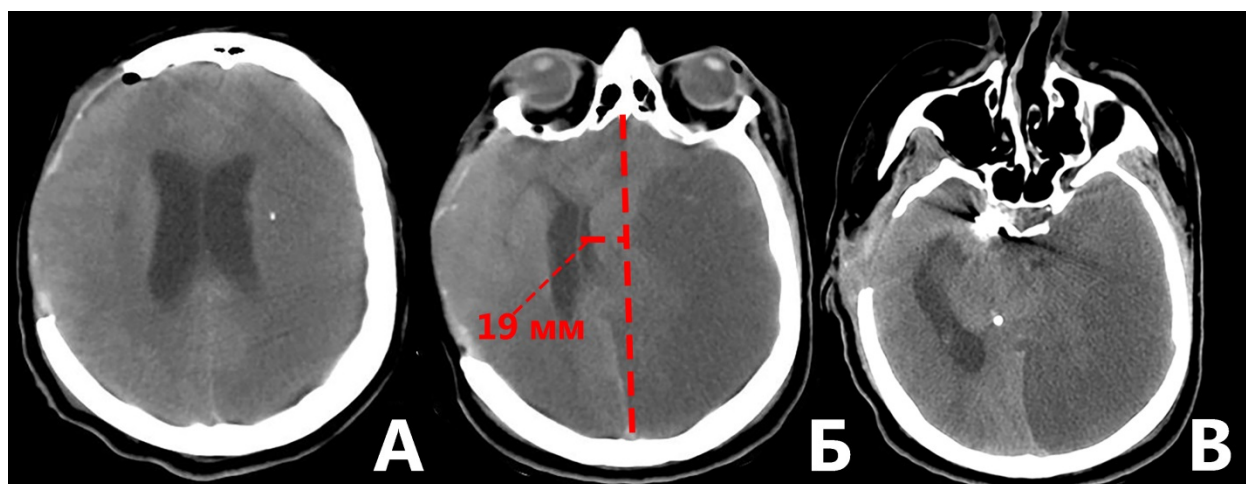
Данные КТ головы А — на 1-е сутки после операции. Б, В — 3-и сутки после операции, диффузная ишемия головного мозга на фоне церебрального вазоспазма, выраженная дислокация срединных структур в сторону трепанационного окна.
